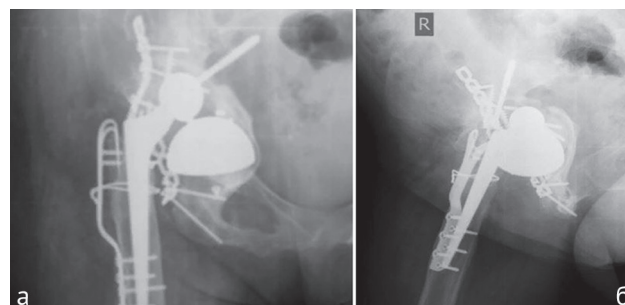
Рентгенограммы пациентки 44 лет, представленные в опроснике: а – прямая (передне-задняя) проекция; б – аксиальная проекция
